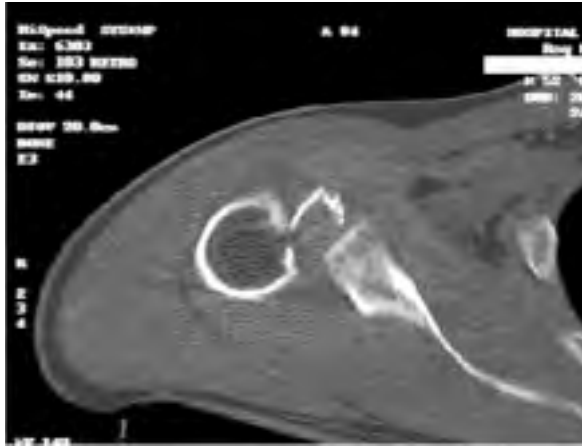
TC: fractura-luxación de hombro derecho.
